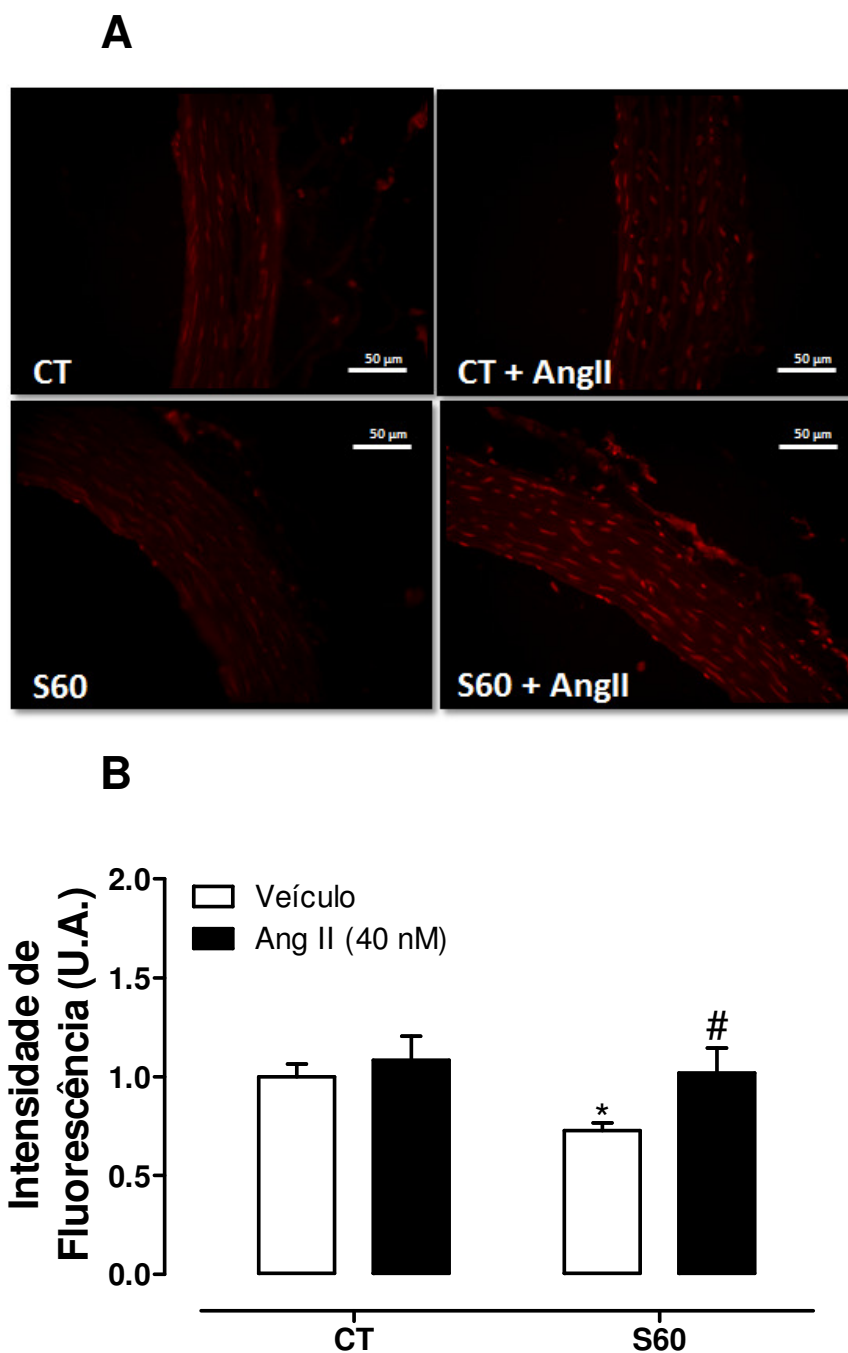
Níveis aumentados de EROs após estimulação com angiotensina II em aorta no pós-sepse. A) As imagens representam a produção de EROs detectada pela sonda fluorescente DHI em aortas obtidas dos ratos dos grupos controle (CT) e pós-sepse S60, estimulado com veículo ou angiotensina II (Ang II; 40 nM). Imagens adquiridas em microscópio invertido com aumento de 40x. B) Resultados expressos como a média \pm erro padrão da média (n=6). A diferença entre os grupos foi avaliada pela análise de variância (ANOVA), seguida pelo pós-teste de Bonferroni. * $p < 0,05$ quando comparado ao controle (CT) - veículo; # $p < 0,05$ quando comparado S60+Veículo x S60+Ang II.
